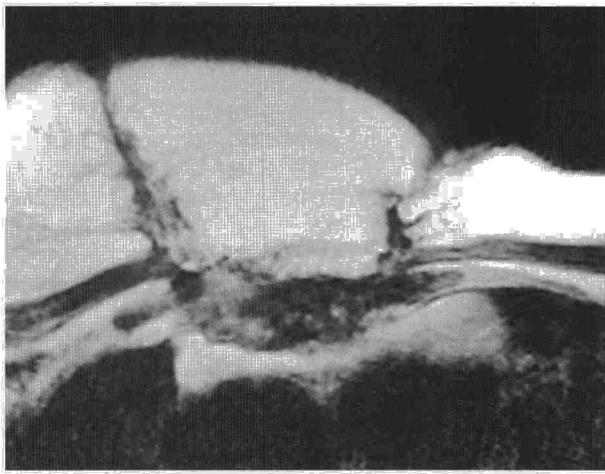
En la RM se observa una importante alteración de la estructura del esternón e incluye un componente de partes blandas. Los planos de clivaje con estructuras mediastínicas están respetados.
